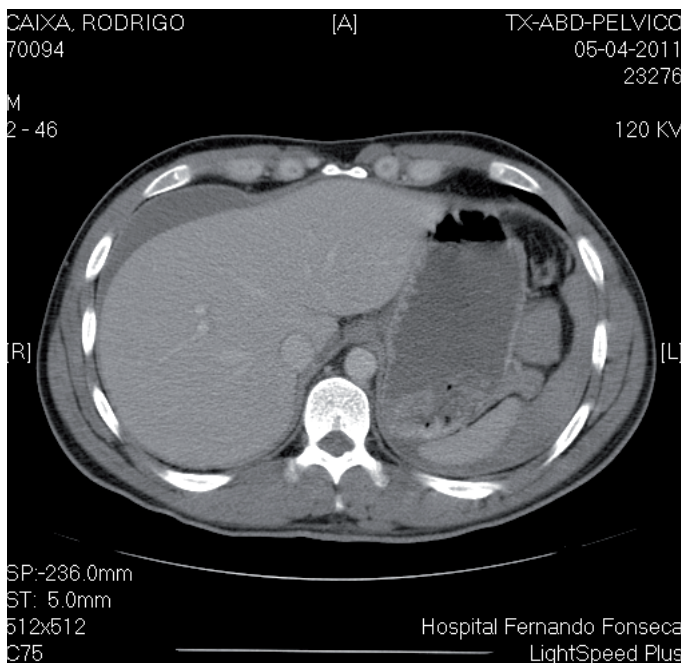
TC Abdominal à admissão com volumoso hemoperitoneu.
